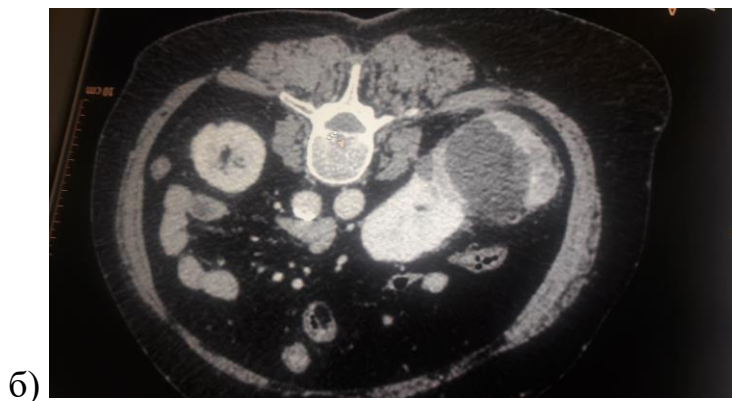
а) КТ больного с опухолью левой почки диаметром 6 см. до криоабляции; б) КТ того же больного после криоабляции, на снимке в центре
